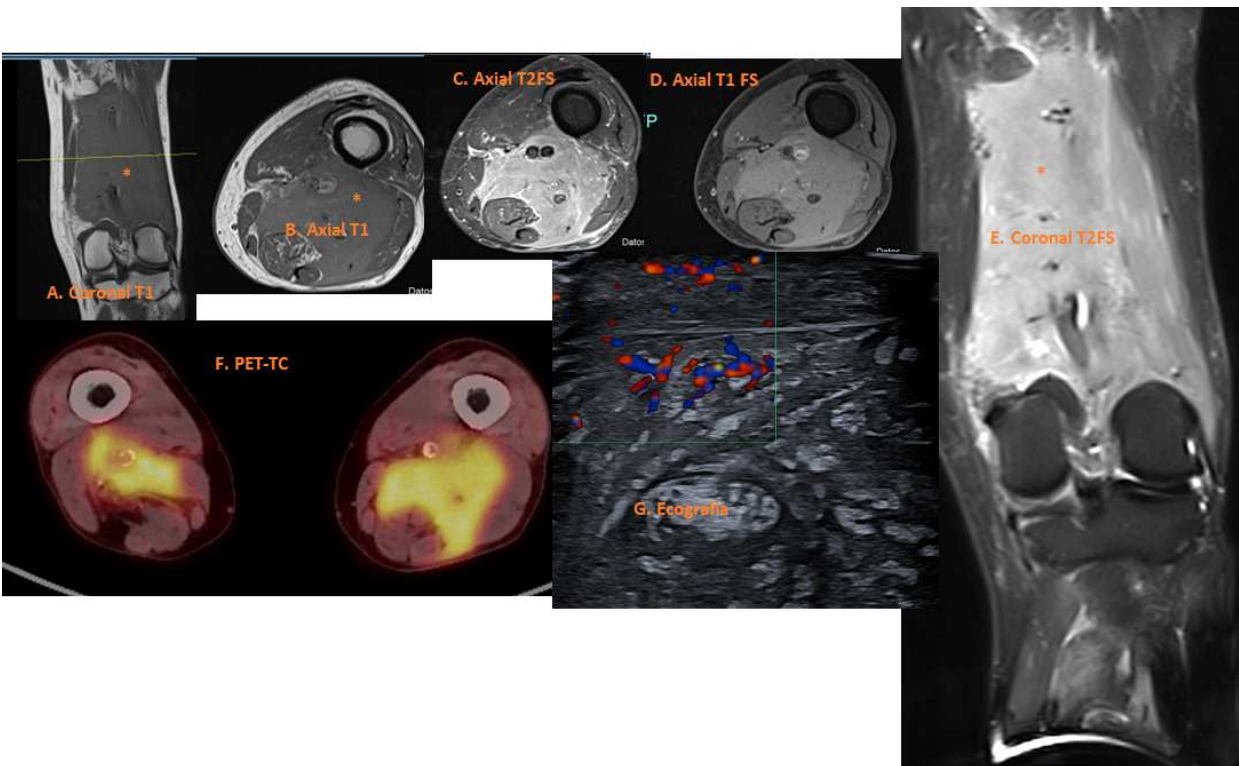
Tumor de partes blandas en cara posterior del tercio distal del muslo izquierdo con extensión a articulación femorotibial, presenta realce homogéneo moderado y características infiltrativas (bíceps femoral). Rodea y respeta estructuras nerviosas. Infiltra TCS y piel. A y B. T1 Axial y coronal isointensa. C, D y E. Axiales T2FS y T1FS hiperintensa. G. Eco: lesión sólida hipoeoica heterogénea con flujo Doppler. F. PET-TC hipermetabólica infiltra psoas derecho, músculos posteriores de muslo derecho y muslo izquierdo.
